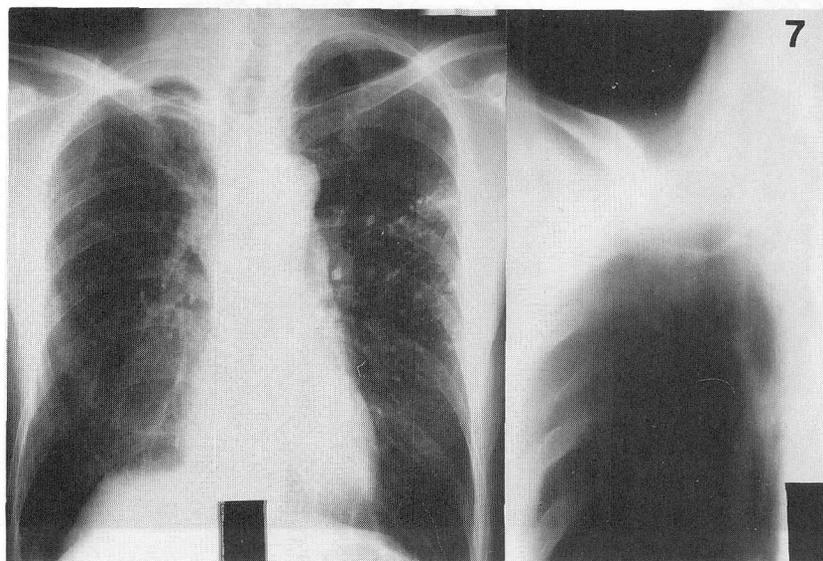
Chest Roentgenogram (left) and Tomogram (right) on July 3 of 1984.
